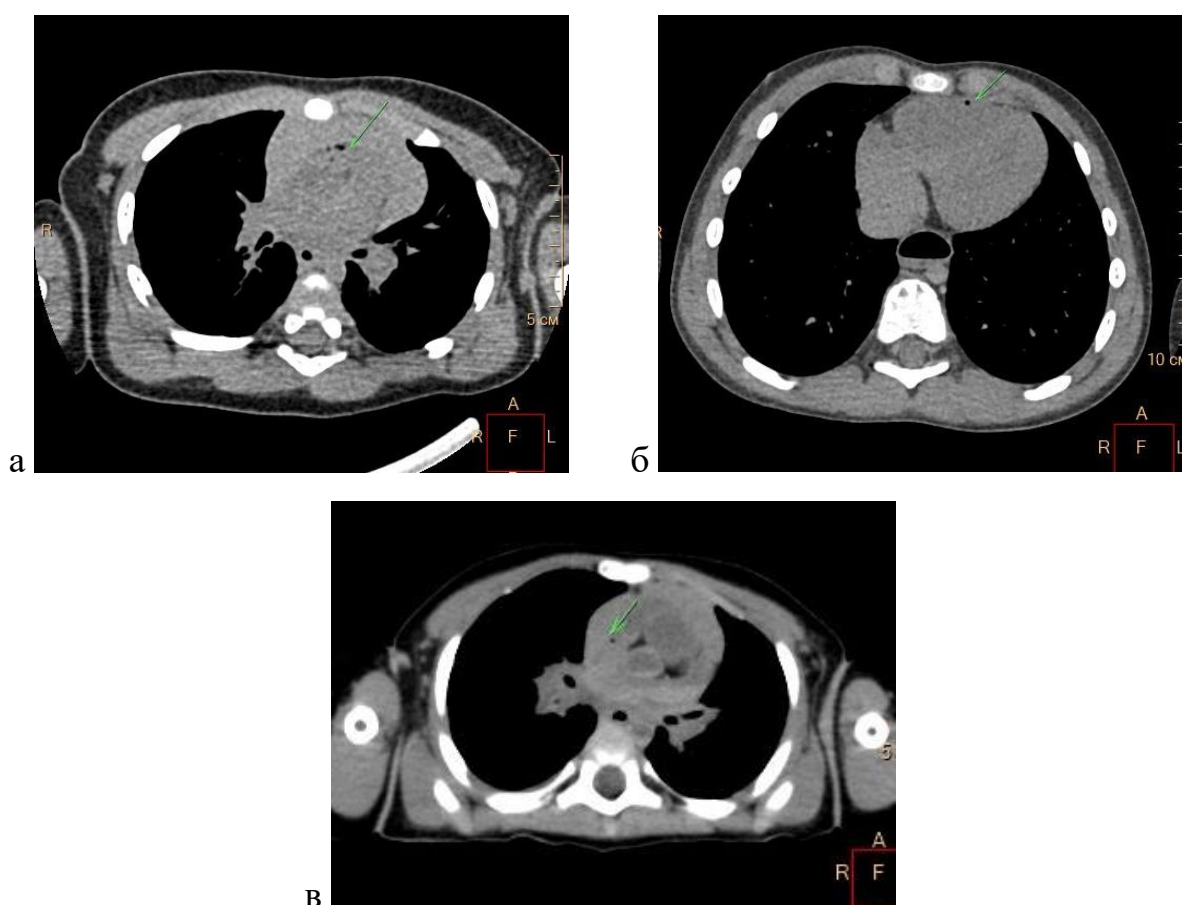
а, б, в - Газ в полостях сердца. Посмертное КТ-исследование
